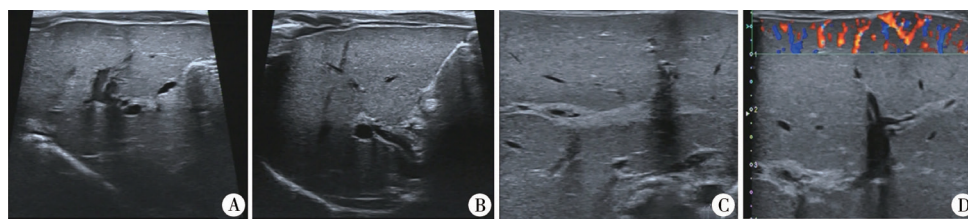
常规肝胆超声声像指标 A:胆囊形态学异常(小胆囊,胆囊形态不规则,僵硬,黏膜面毛糙); B:胆囊区未探及胆囊声像; C:TC 征为门静脉前方不规则高回声区,厚度 $>4\text{ mm}$; D:肝包膜下血流为肝镰状韧带处剑下横切面彩色血流信号直达肝包膜下
